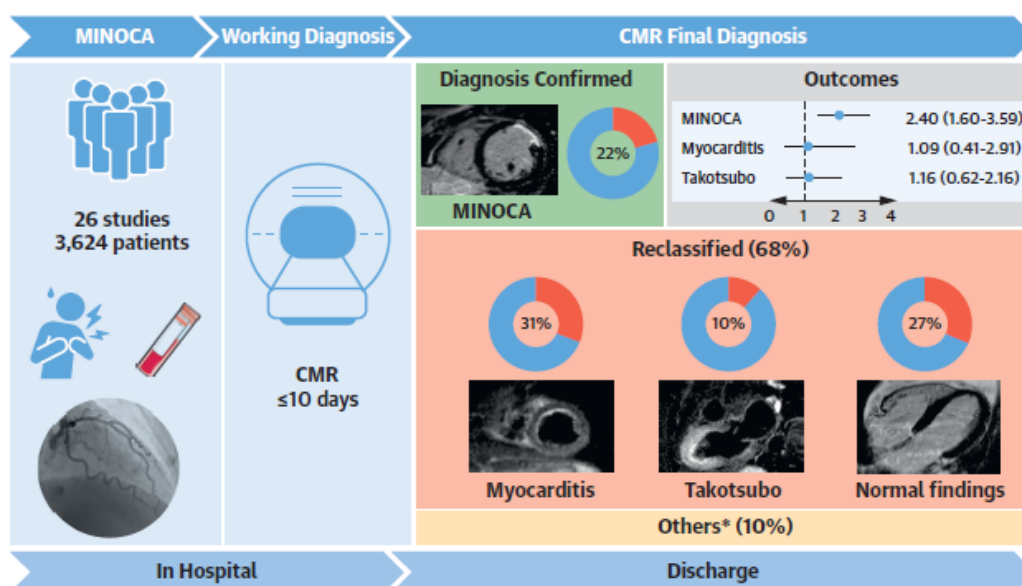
Résumé de la valeur diagnostique de l'IRM dans les MINOCA, d'après la méta-analyse de *Mileva et al* (11). CMR : Imagerie par résonance magnétique, MINOCA : infarctus du myocarde avec coronaropathie non obstructive.
